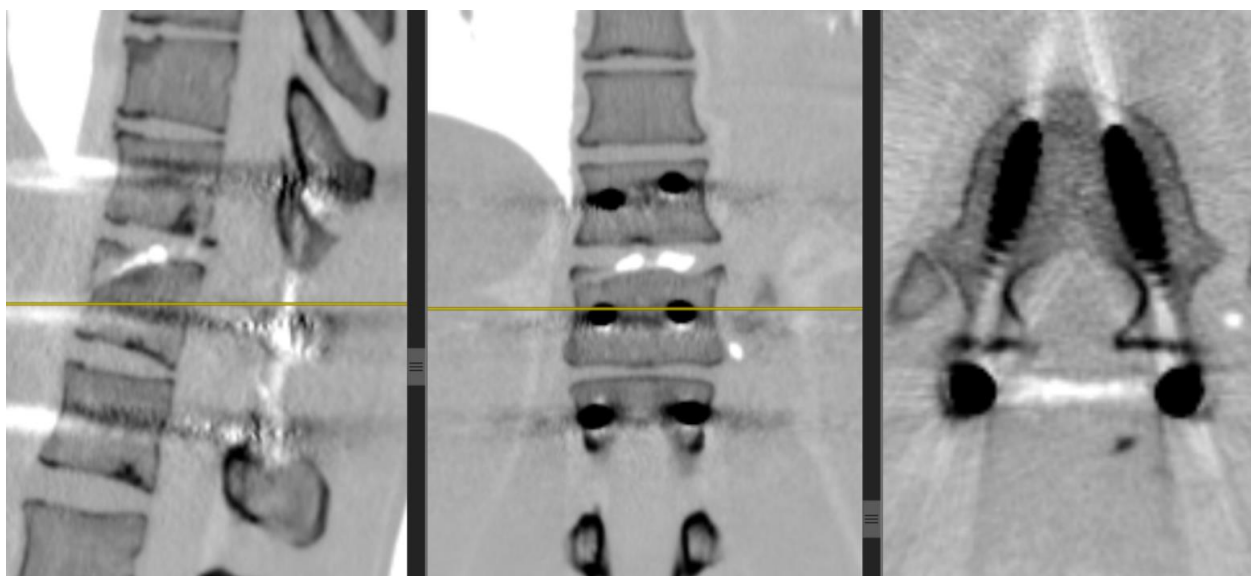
СКТ пациента Б. после операции
